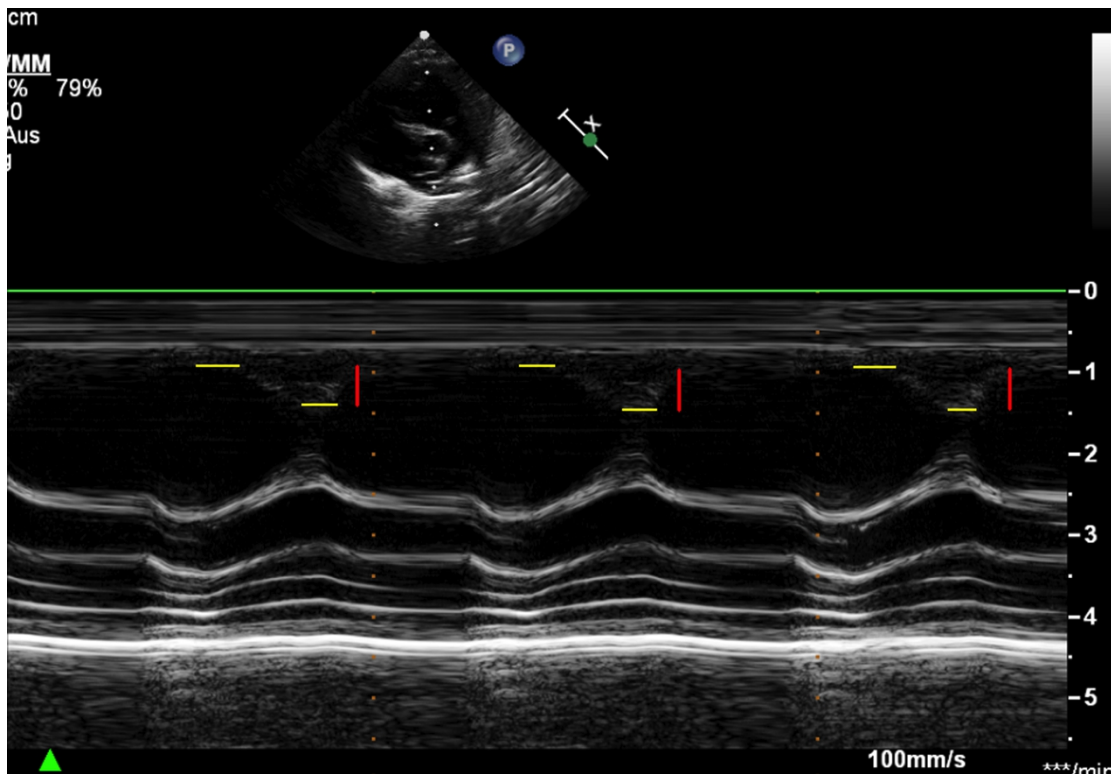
Beispielhafte Messung der RVOT SE in der parasternalen Kurzachse; Messung der Lagedifferenz der anterioren Wand des RVOT zur Bestimmung der systolischen Auslenkung
